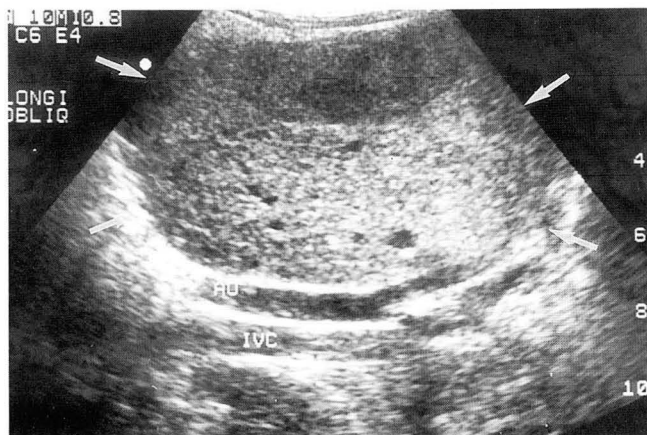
Longitudinal oblique scan of abdominal ultrasonography demonstrates a large inhomogeneous, predominantly solid mass (arrows) with multiple hypoechoic foci in the left abdomen. AO=abdominal aorta, IVC=inferior vena cava
